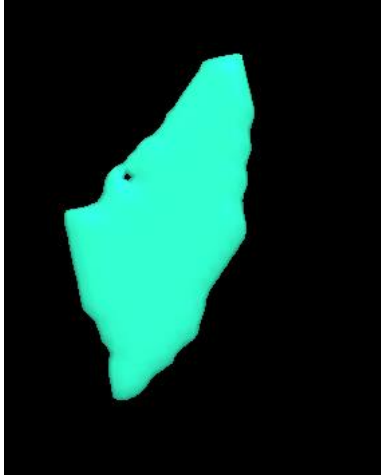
Real 3D brain tissue extracted from a stack of MRI and generating stl file.
